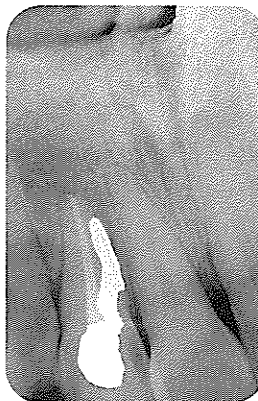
15개월후 Check up시 X-ray 사진
